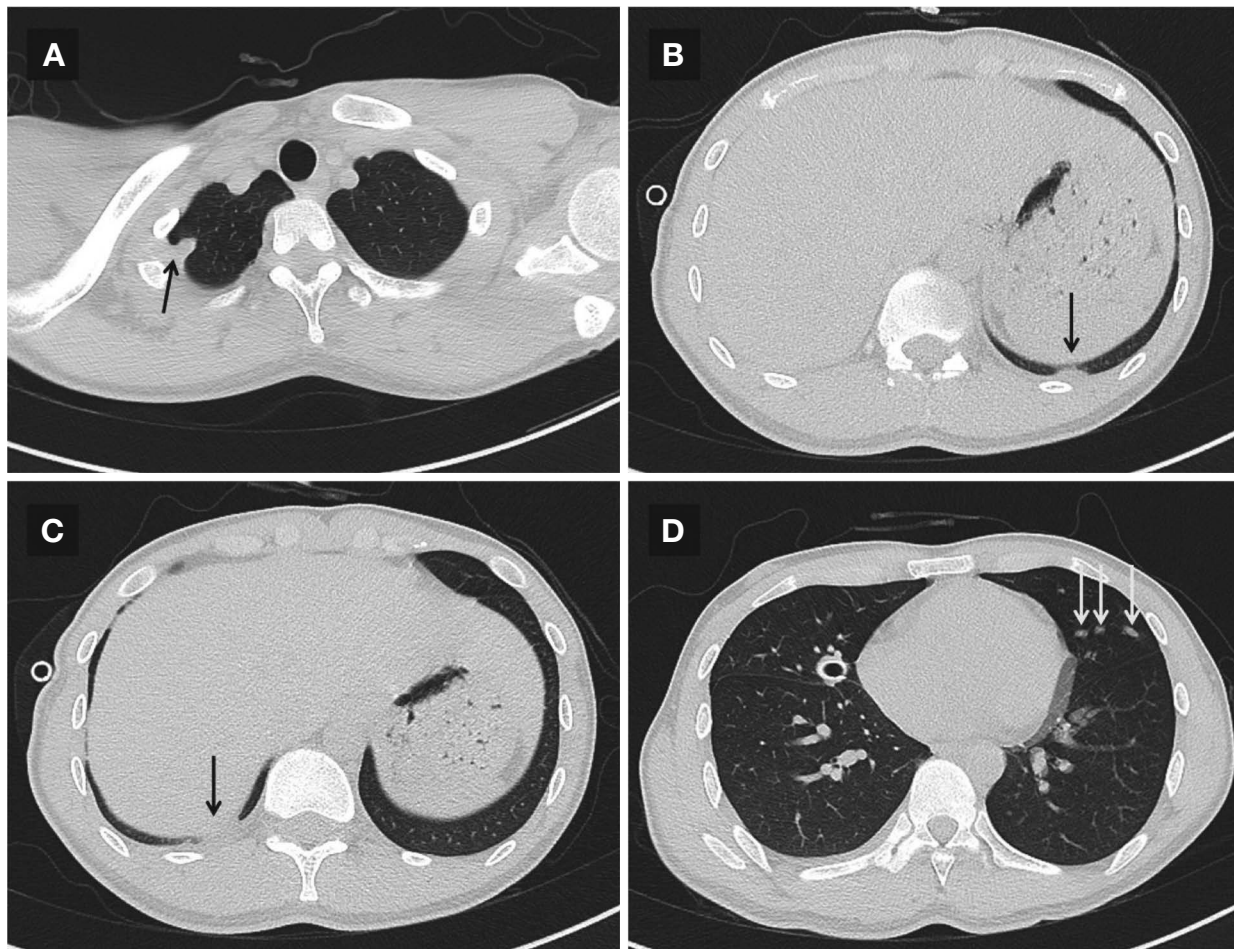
Axial views of high resonance computed tomography images show sub-pleural consolidative nodular lesions (black arrows) in the apical and anterior segments of right upper lobe (A) and posterior basal segment of both lower lobes (B, C). 8 mm sized mixed ground-glass attenuated nodules (white arrows) are in the left lingular division (D).
